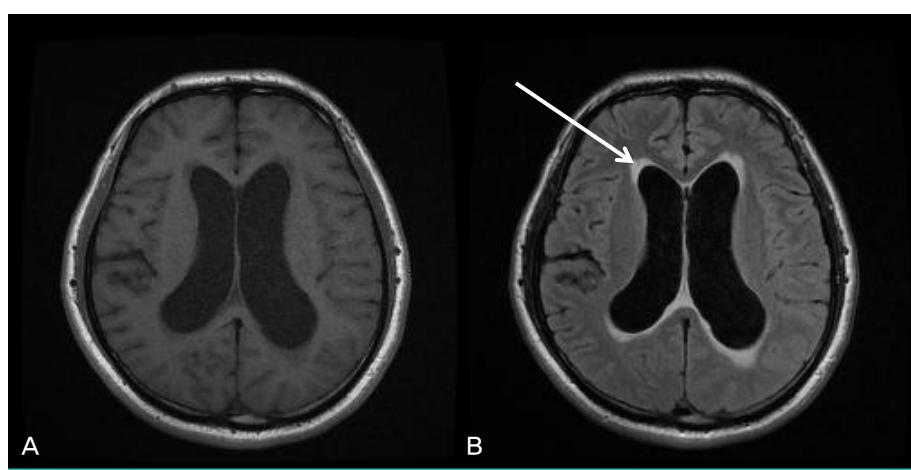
Diffuse dilatation of all ventricles with peri-ventricular high signals was noticed on brain MRI.
